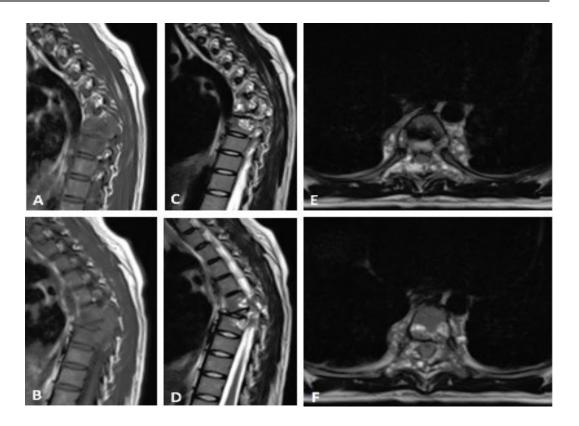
IRM columna torácica. Lesión tumoral con baja intensidad de señal en las secuencias potenciadas en T1 que invade el canal espinal de los cuerpos vertebrales T7 y T8 (A y B), Alta intensidad de señal en las secuencias T2 (C y D) y extensión paravertebral en relación con la aorta descendente y el esófago (E y F). Fuente: Imagen del autor
